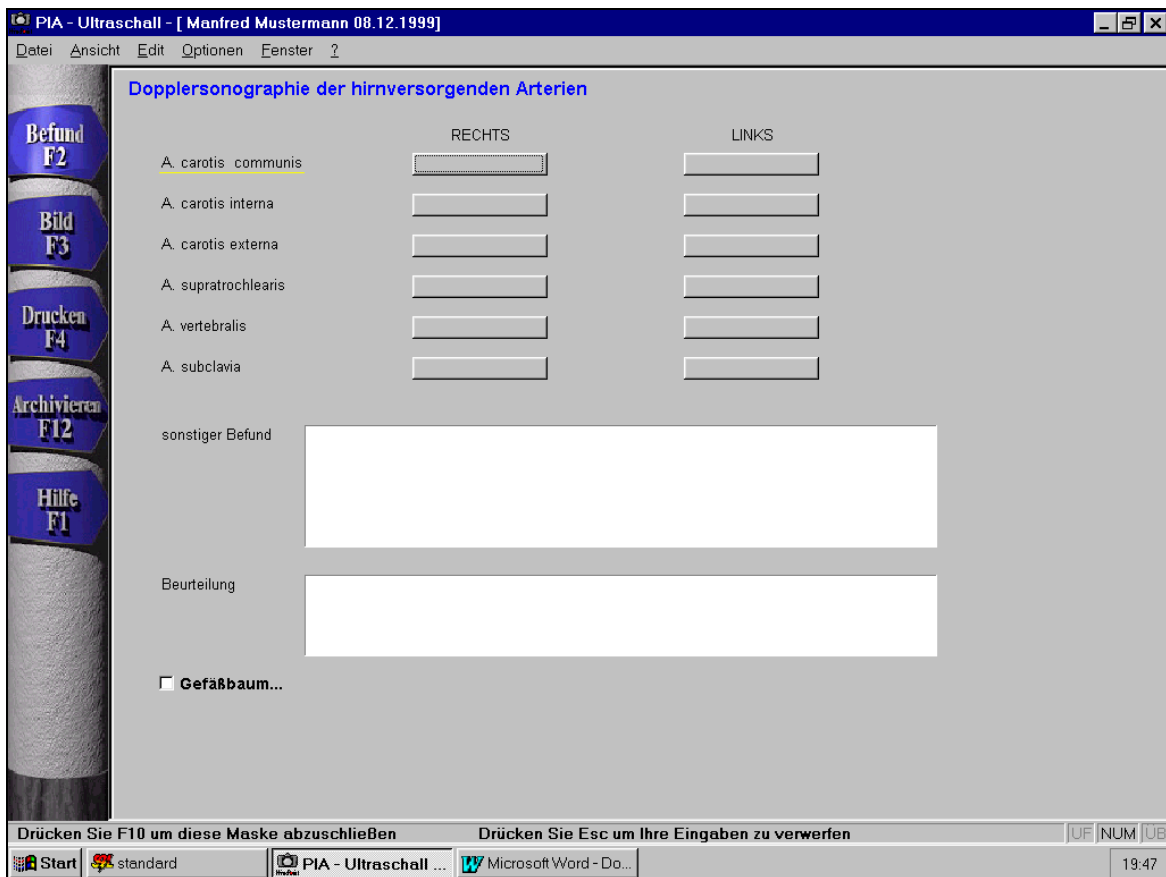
Menü „Dopplersonographie der hirnersorgenden Arterien“
